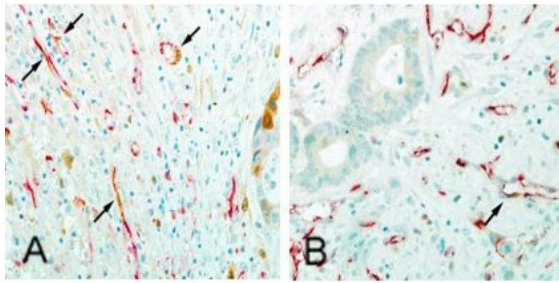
代表的 TK1/CD31 二重 IHC 染色像 (NAC 群症例)
